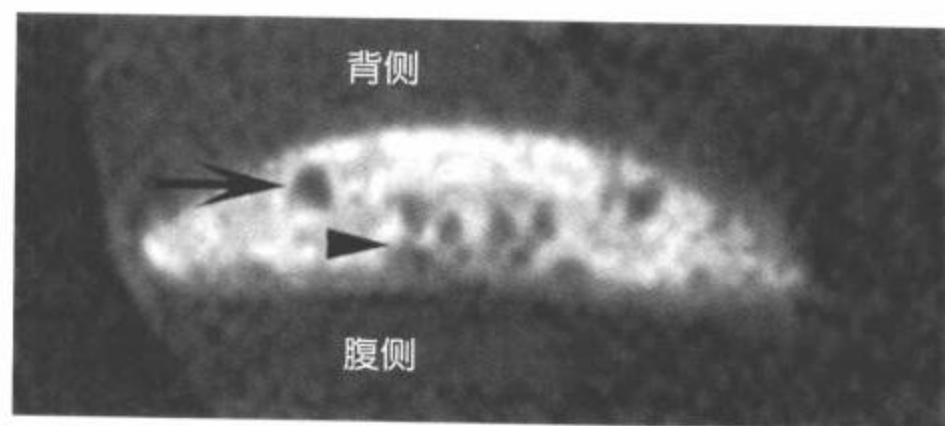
在9.4T磁体上获取的固定离体海鳗脊髓MRI的个别轴突图像。箭指Mauthner轴突, 而箭头指向一簇Müller轴突。这些巨大轴突的直径可达 $30\mu\text{m} \sim 40\mu\text{m}$ 。(Reproduced from Schwartz ED, Chin CH, Takahashi M, et al. Diffusion weighted imaging of the spinal cord. Neuroimaging Clin Am. 2002; 12(1):125-146, figure 5, with permission.)
